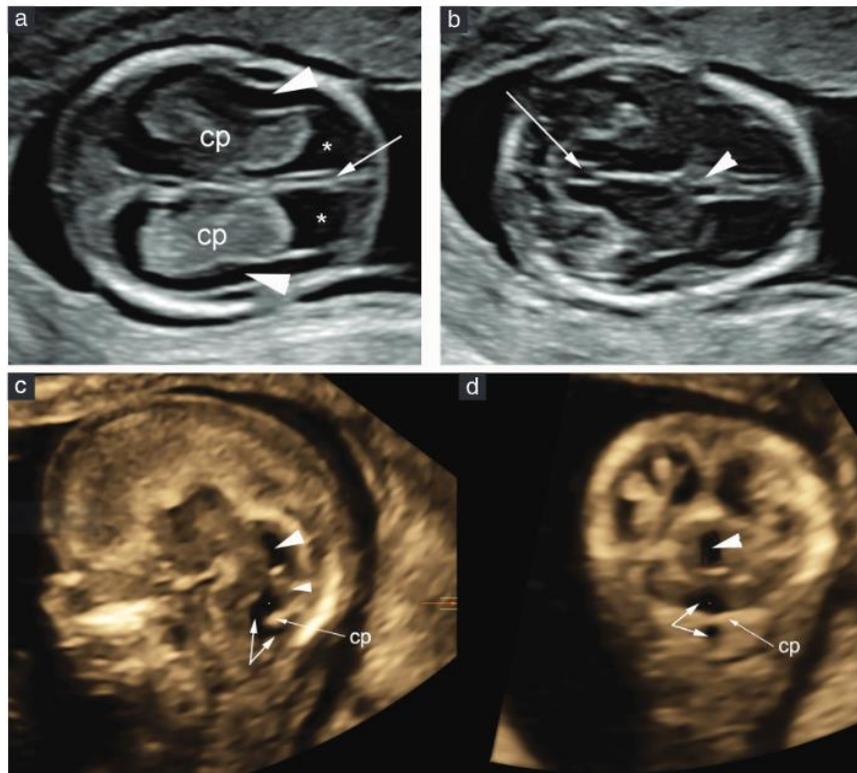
Neurosonografia com 13 semanas de gestação. (a) Plano axial transventricular, demonstrando a foixe na linha média (seta) e o “sinal da borboleta” formado pelos plexos coroides (cp) proeminentes, com fluido cérebro-espinhal evidente (*). Também é visível fina borda de parênquima cerebral em desenvolvimento como faixa anecoica de tecido (cabeças de setas), delimitada pelas meninges hiperecoicas na superfície externa e pela linha ependimal hiperecogênica medialmente. (b) Plano transtalâmico axial. O plano corta através do diencefalo e do aqueduto proeminente (seta). A foixe também é visível anteriormente, como também o primeiro sinal do CSP, aparecendo como uma irregularidade da foixe (cabeça de seta). Deve ser enfatizado que o CSP está evidente apenas em alguns casos, com transdutores de alta frequência. (c,d) Os planos sagitais médio e posterior são melhor visualizados se reconstruídos a partir de volumes em três dimensões adquiridos por via transvaginal, devido à óbvia necessidade para correlação multiplanar da imagem. (c) Estruturas que podem ser reconhecidas no plano sagital médio reconstruído: aqueduto de Sylvius proeminente (cabeça de seta grande), típico dessa idade gestacional; diencefalo hipoecoico, na frente do aqueduto; fossa posterior, com continuidade entre o quarto ventrículo e a bolsa de Blake fisiológica (seta dupla). Plexo coróide (cp) hiperecogênico do quarto ventrículo é visível entre o quarto ventrículo e a bolsa de Blake, com o vermis acima (pequena cabeça de seta). (d) No plano coronal posterior reconstruído, na altura do aqueduto de Sylvius, o aqueduto é visto claramente (cabeça de seta). Abaixo, o quarto ventrículo e a bolsa de Blake (dupla seta) estão separados pelo plexo coróide (cp) do quarto ventrículo.
